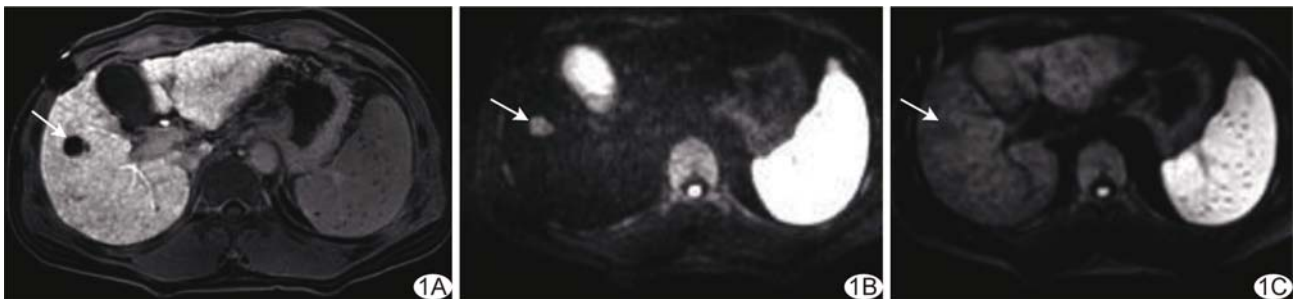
患者男,46 岁,肝右叶 HCC A. 动态增强 MR 肝胆期图像 HCC 病灶表现为低信号;B、C. DWI 图像,STIR 序列 HCC 病灶的 CNR 为 28.29(B),CHESS 序列 HCC 病灶的 CNR 为 8.16(C) (箭示 HCC 病灶)
